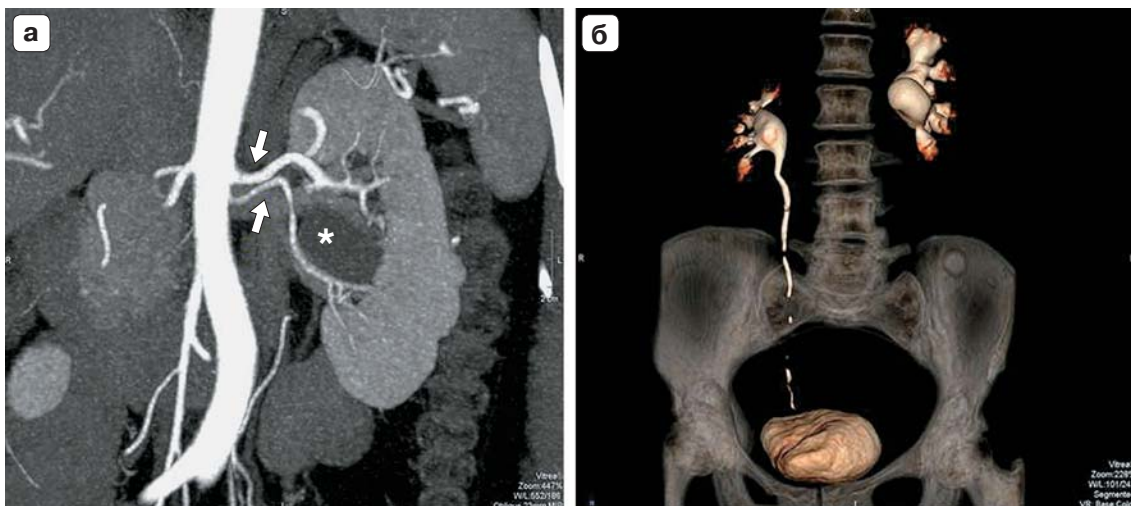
Пациентка П., 56 лет, с реноваскулярным конфликтом слева (жалобы на боли в поясничной области, цистит). а – КТ-ангиограмма (артериальная фаза), MIP-реконструкция: слева определяются две почечные артерии (стрелки), нижняя артерия пересекает мочеточник на уровне прилоханочного отдела, чашечно-лоханочная система слева расширена (звездочка); б – КТ-урограмма, 3D-реконструкция: определяется расширение чашечек и лоханки левой почки. Пациентке выполнена антевазальная уретеропиелонеостомия.
